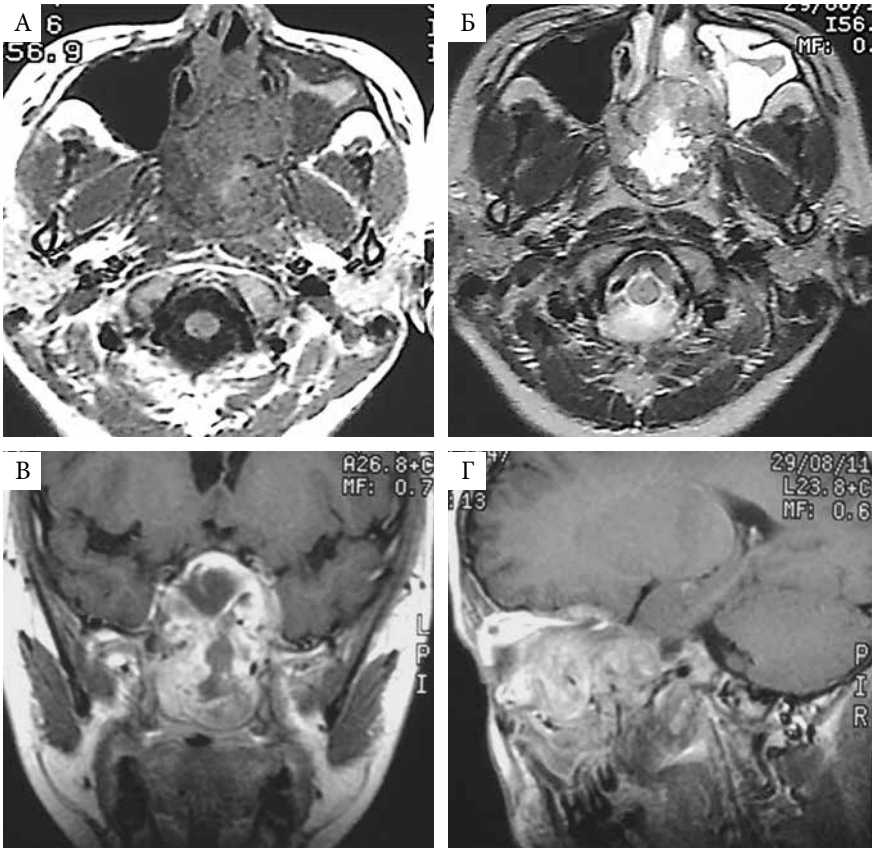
МРТ пациента В., 13 лет, с впервые выявленной ЮАОЧ: А – Т1-взвешенный режим (аксиальная проекция, без контрастного усиления): опухоль выглядит гипоинтенсивной, волнистые темные линии – включенные в строму крупные сосуды; гипоинтенсивное подушкообразное утолщение слизистой оболочки левой ВЧП, густой эксудат в просвете пазухи; Б – Т2-взвешенный режим (аксиальная проекция, без контрастного усиления): неоднородная по структуре опухоль хорошо дифференцируется от гиперинтенсивного яркого сигнала от отечной слизистой оболочки левой ВЧП, эксудат в просвете пазухи; В – Т1-взвешенный режим (фронтальная проекция с контрастным усилением): неоднородный с вкраплениями МР-сигнал от различных по своей структуре отделов опухоли, который отличается от ткани мозга, нет интракраниального распространения; Г – сагиттальная проекция, Т1-взвешенный режим (с контрастным усилением): опухоль неоднородная по структуре, «крупчатого» вида, четко определить нижнюю границу сложно
